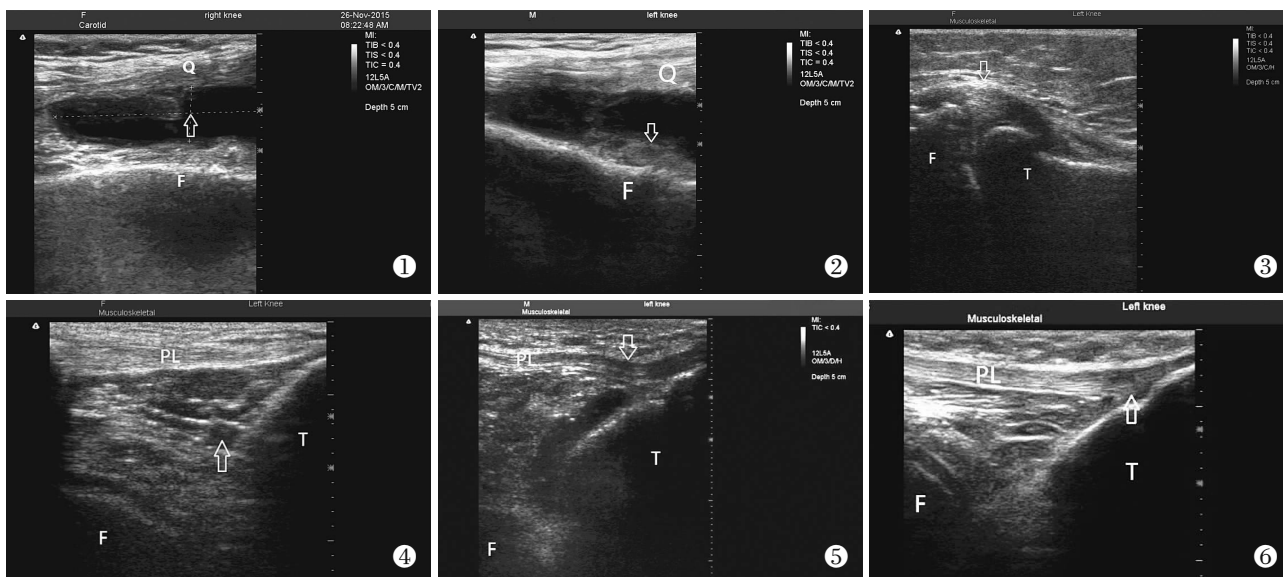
超声探头纵向置于髌骨上方检查关节积液。位于髌上囊内,髌骨、股骨与股四头肌肌腱之间的三角形区域的连续低回声表现(箭头所示位置)。正常积液深度 ≤ 2 mm(Q:股四头肌肌腱;P:髌骨;F:股骨) 图 2 髌上囊低回声区域内不连续片状高回声区域为滑膜增生(箭头所示位置)。按 Walther 标准;滑膜厚度可分为 4 级: I 级,滑膜无增生或厚度 < 2 mm; II 级,滑膜轻度增生,厚度 2~5 mm; III 级,滑膜中度增生,厚度 6~9 mm; IV 级,滑膜高度增生,厚度 > 9 mm(Q:股四头肌肌腱;F:股骨) 图 3 半月板膨出:超声探头纵向置于膝关节两侧间隙。所得图像做股骨远端、胫骨近端连线的垂线,测量关节间隙距离半月板膨出最高点之间的距离(箭头所示位置)。凸出距离 ≤ 0.2 cm 为正常, > 0.2 cm 为半月板膨出病变(F:股骨;T:胫骨) 图 4 髌下脂肪垫炎:超声探头纵向置于髌韧带前方。髌下脂肪垫位于股骨、胫骨、髌韧带之间。正常髌下脂肪垫超声表现为均匀中强度回声,髌下脂肪垫炎为均匀回声内出现点状或条状不规则回声表现(箭头所示位置)(PL:髌韧带;F:股骨;T:胫骨) 图 5 髌韧带挛缩:股骨与胫骨之间髌韧带出现屈曲挛缩回声表现(箭头所示位置)(PL:髌韧带;F:股骨;T:胫骨) 图 6 髌韧带止点炎症:髌韧带末端在胫骨结节附着处变粗,出现不规则低回声表现(箭头所示位置)(PL:髌韧带;F:股骨;T:胫骨)
